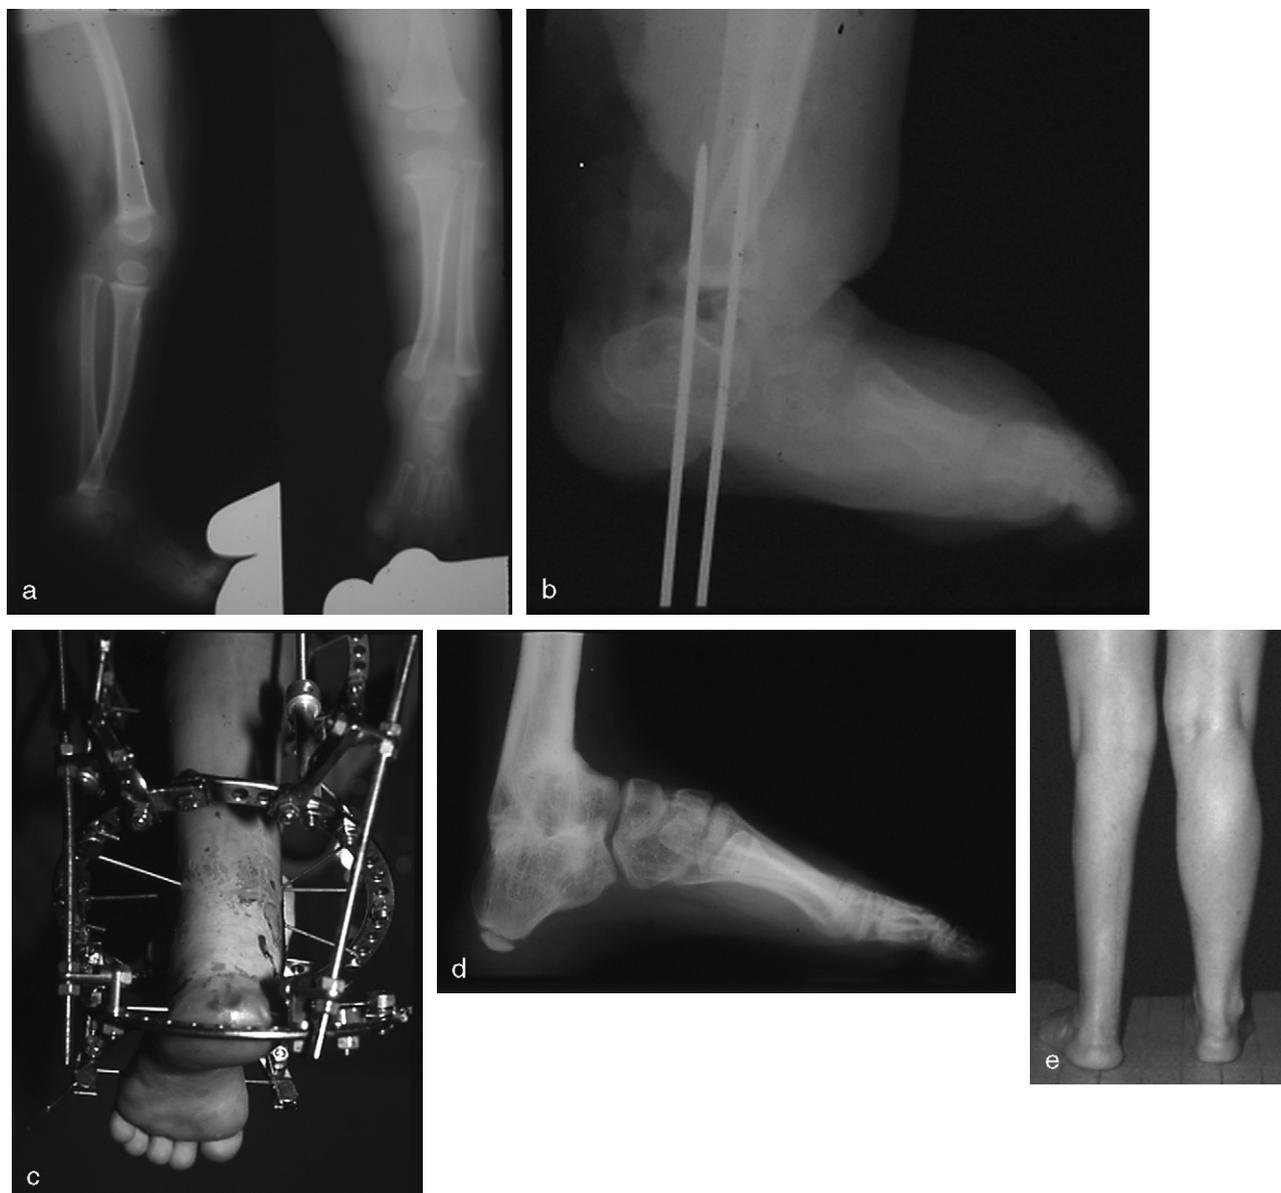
Hypoplasie tibiale type 4 selon Jones. a. Le diastasis tibiofibulaire est bien visible sur la radiographie de face. b. Réalignement précoce du pied. c. Allongement progressif de jambe avec l'appareil d'Ilizarov et fixation du pied pendant la période d'allongement. Deux allongements de jambe ont été nécessaires à 5 et 12 ans, permettant de gagner 9 cm. d. Résultat radiographique à la fin de la croissance. e. Résultat clinique à la fin de la croissance.
